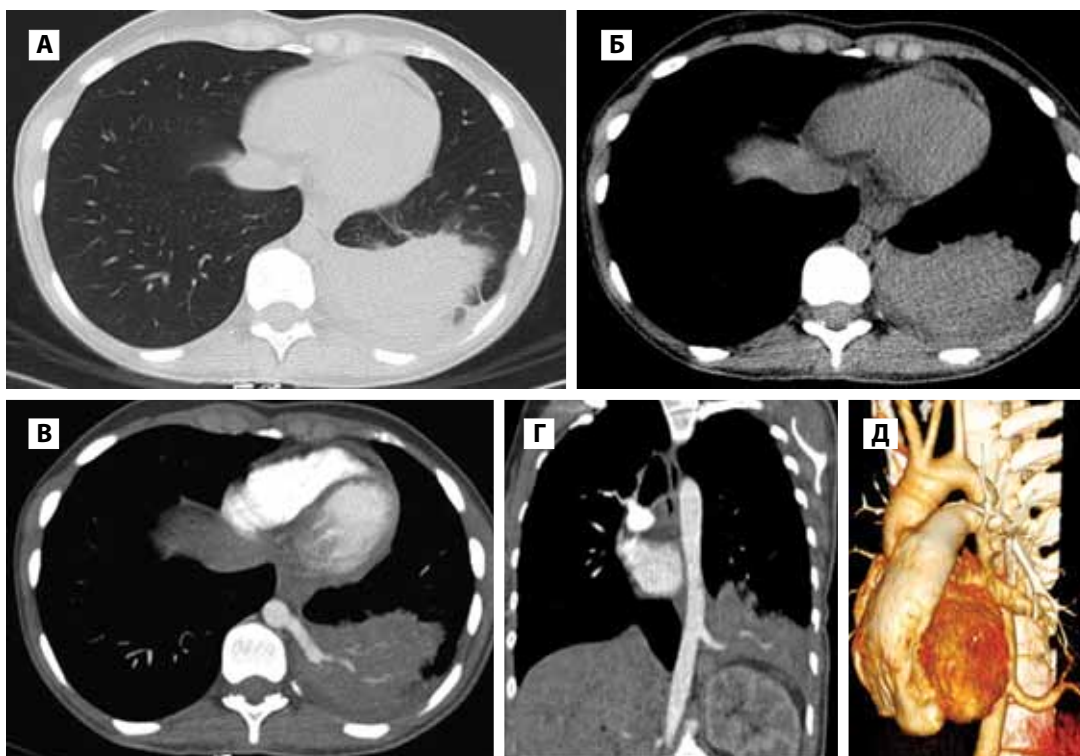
Больная Г., 23 года, МСКТ органов грудной клетки. Инфильтрация и зона консолидации в нижней доле левого легкого (А, Б). Аберрантный сосуд (В, Г, Д), отходящий от нисходящей аорты.
